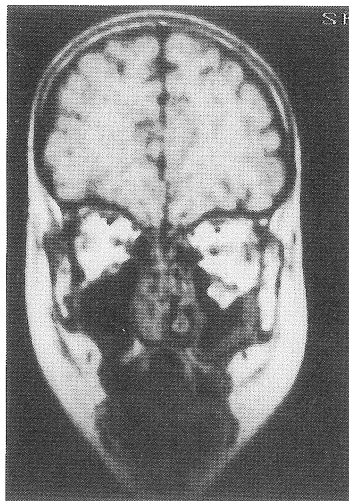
9歳男性 眼窩吹抜け骨折 (MRT-22 A)
